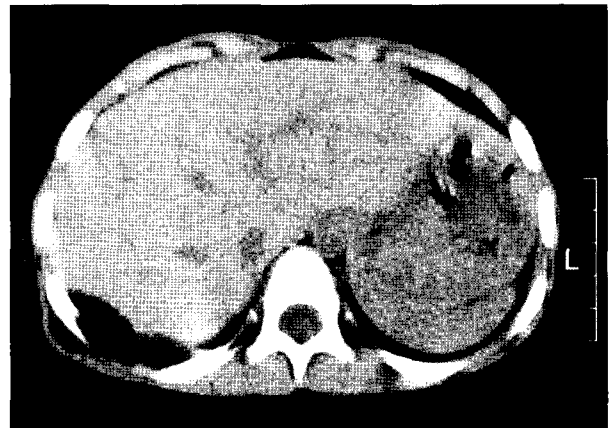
Preoperative Chest CT. CT shows a lobulated, septated, fatty density mass in right flank region (from subcutaneous region to pleural space and lateral aspect of liver).
